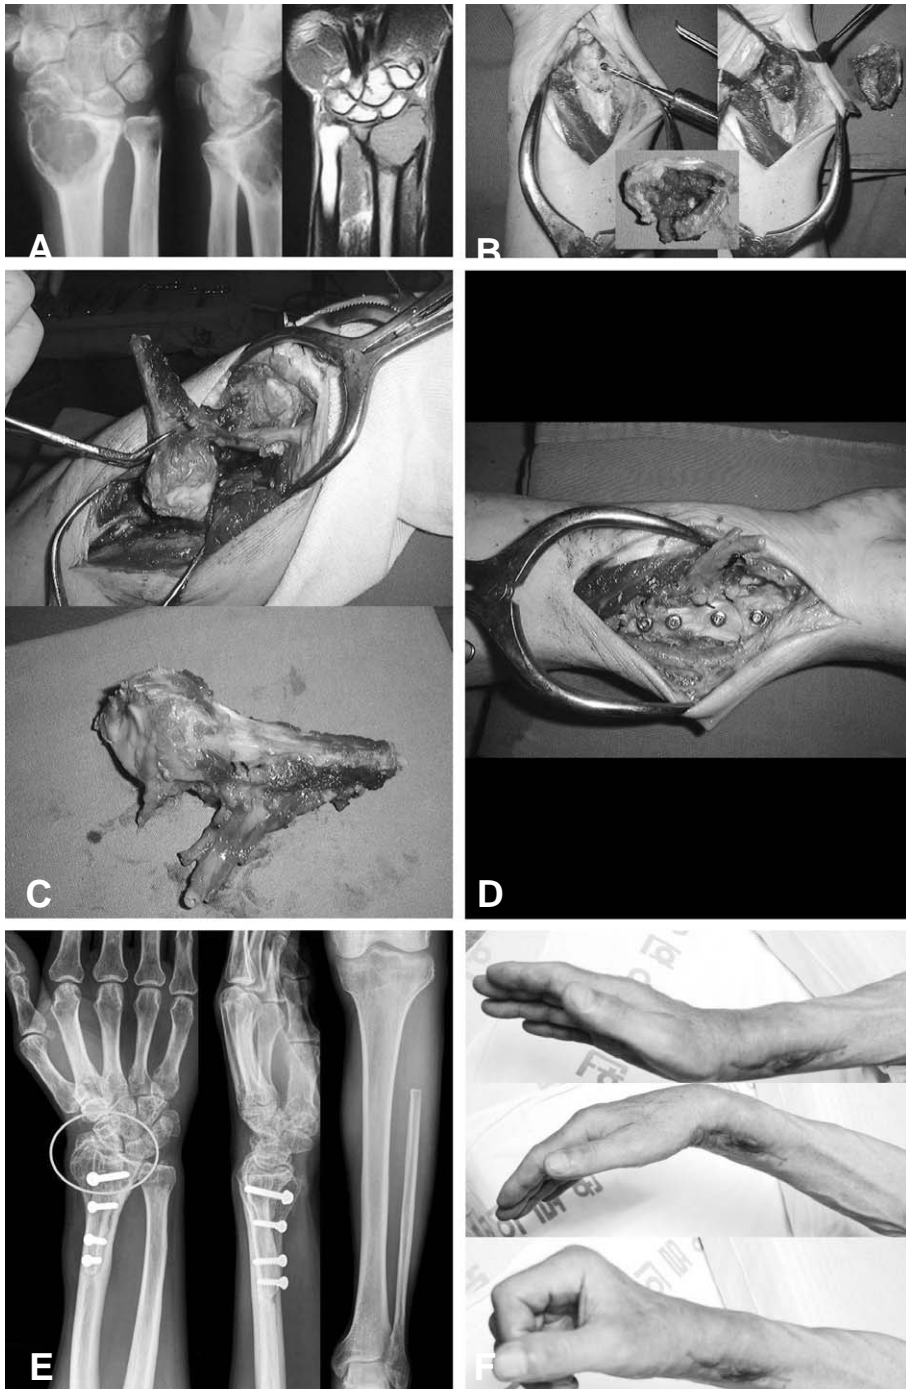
(A) A 62-years-old male presented wrist pain & limited motion. X-ray and MRI showed giant cell tumor in distal radius. (B) Tumor was excised. (C) We harvest anterior tibial artery based proximal fibular with antero-lateral approach. (D) Grafted fibular was fixed to radius with screws and then anterior tibial artery was anastomosed to radial artery. (E) There was no evidence of tumor recurrence and no significant knee joint problems on radiograph at postoperative 3 years later. (F) He had full ROM of wrist with unlimited sports activity at postoperative 3years later
